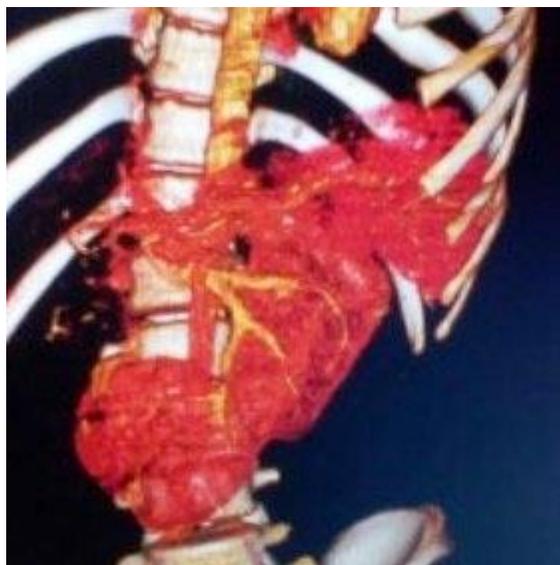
Uro-TAC (reconstrucción vascular).
